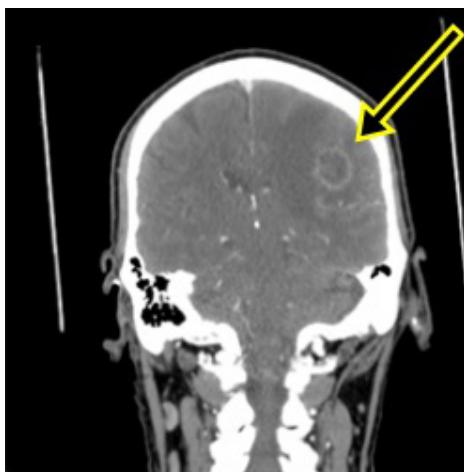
Tomografia de crânio evidenciando lesão expansiva ao redor do lobo parietal esquerdo
